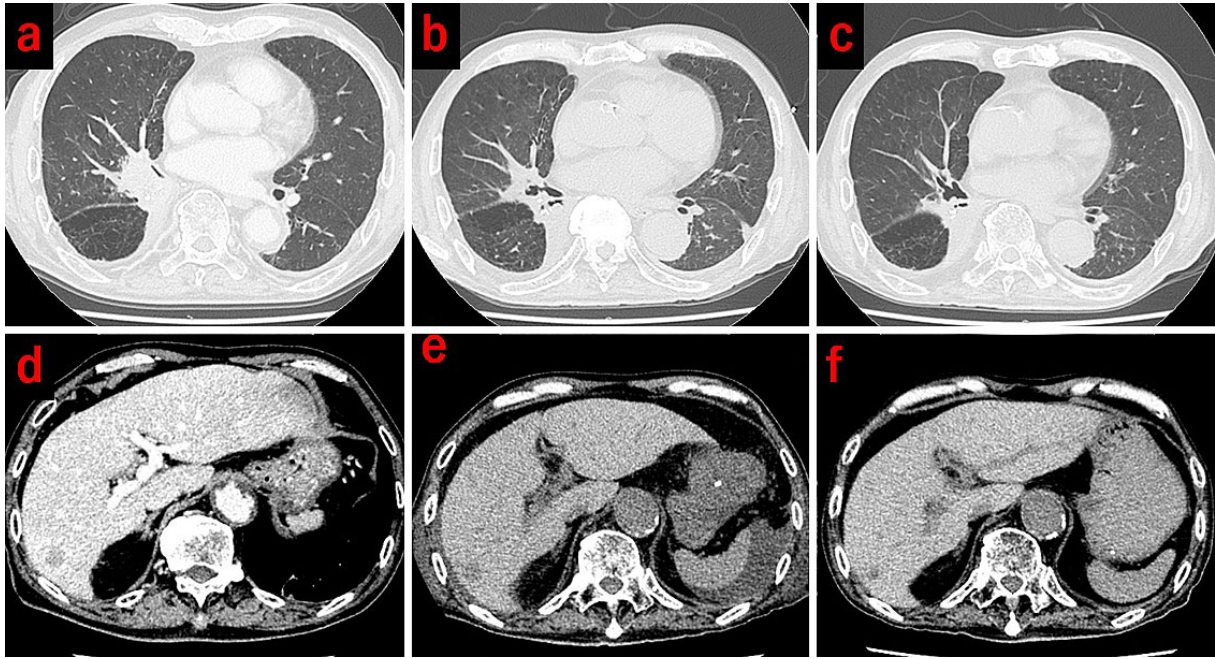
CT image comparison. (a, d) Before ICI treatment, (b, e) 1.5 months after ICI treatment, (c, f) 3 months after ICI treatment. (a, b, c) Mass shadow on the right lower lobectomy margin, (d, e, f) nodule in the right lobe of the liver. Tumor shrinkage over time.
